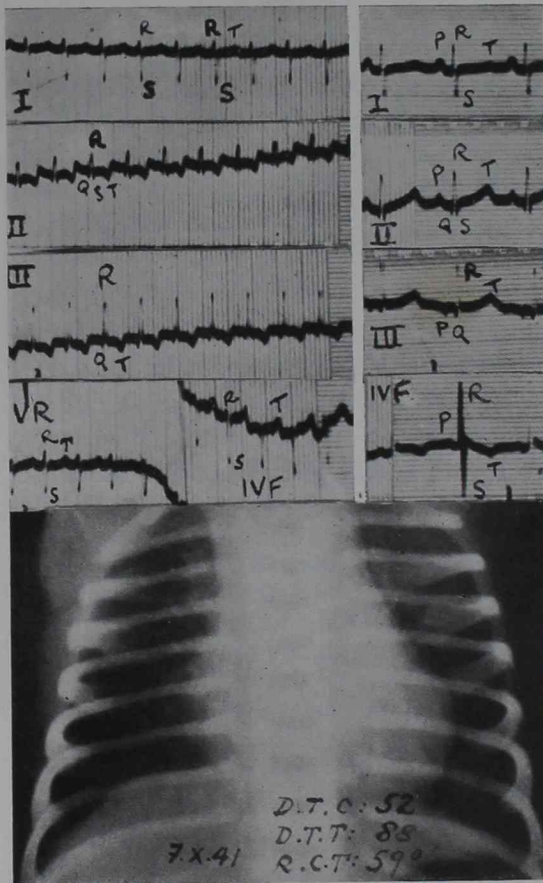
e. c. g. antes e inmediatamente de cesada la crisis. Telerradiografía durante la taquicardia
